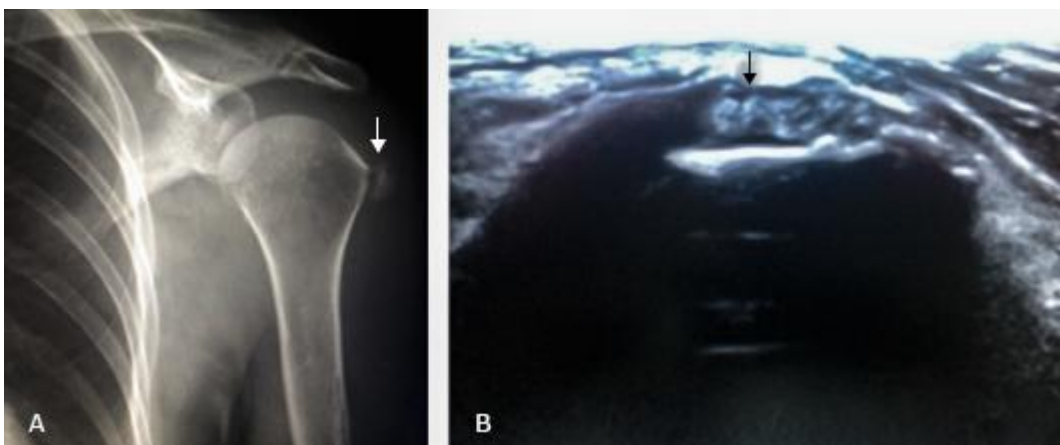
Estudios imagenológicos iniciales del hombro derecho: A radiografía. B ultrasonido.
